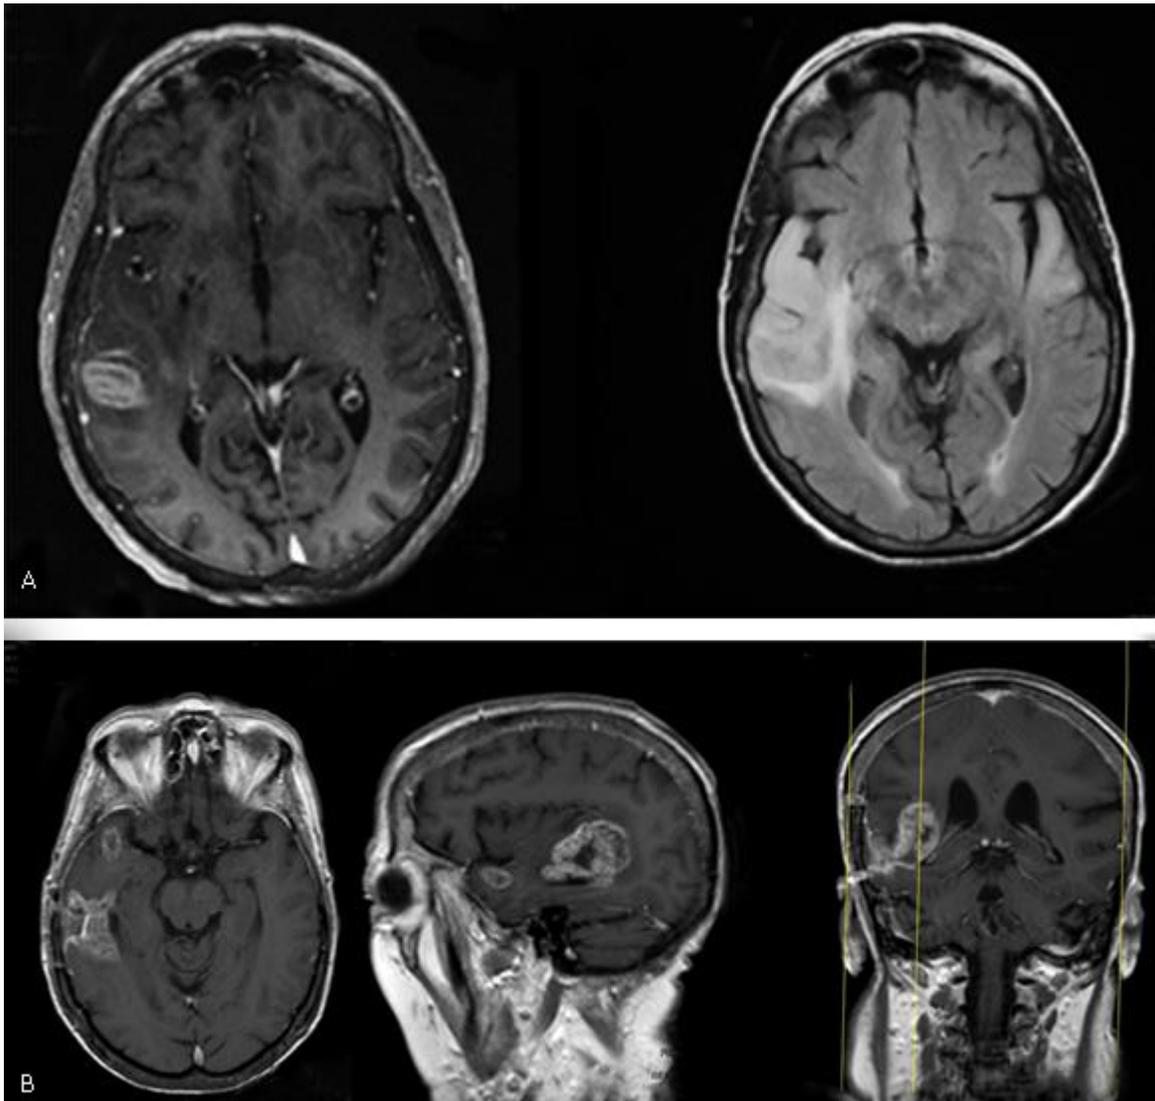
IRM T1 con contraste y FLAIR. A) IRM al diagnóstico con afectación bilateral en FLAIR y lesión captante en hemisferio derecho. B) IRM al mes de finalizar tratamiento radioquimioterápico con crecimiento de dos lesiones en hemisferio derecho, pseudoprogresión. C) IRM a los ocho meses del diagnóstico con disminución de tamaño de las lesiones en hemisferio derecho.
